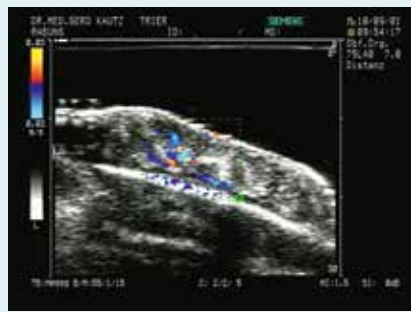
und 4: Hämangiom am Auge und Magnetresonanztomografie
